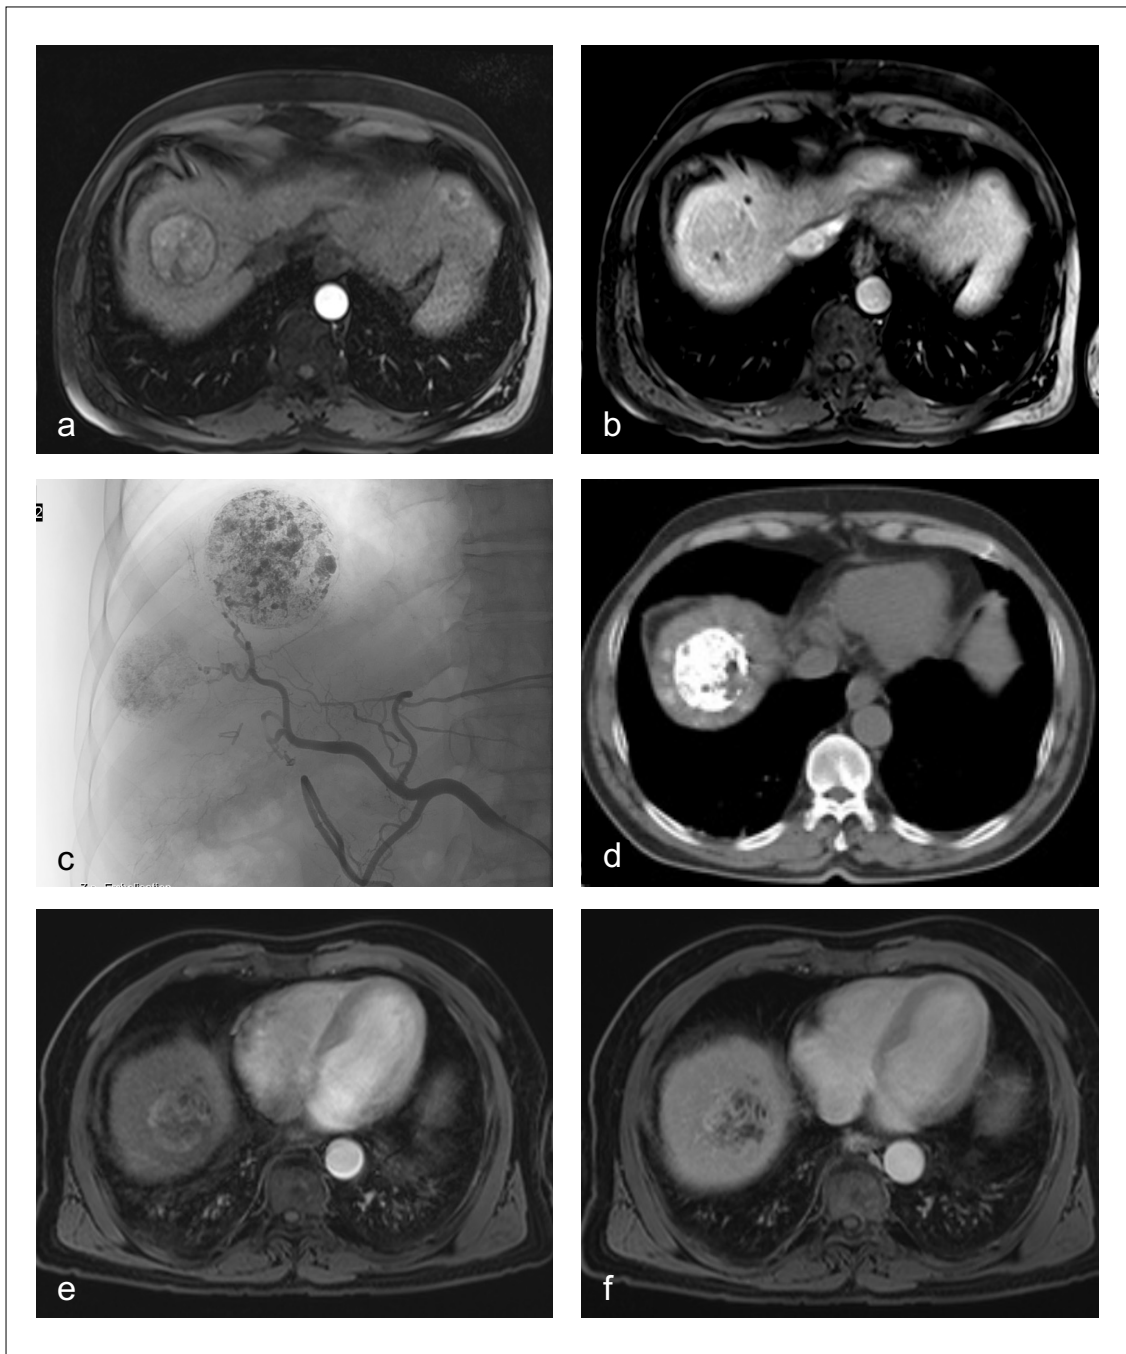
Repräsentativer Therapieverlauf; Präinterventionelle MRT in arterieller (a) und portal-venöser (b) Phase, primäre TACE-Prozedur (c), nativ CT 24 nach TACE-Prozedur (d), Verlaufskontrolle nach dritter TACE-Prozedur mittels MRT in arterieller (e) und portal-venöser (f) Phase.⁸²
